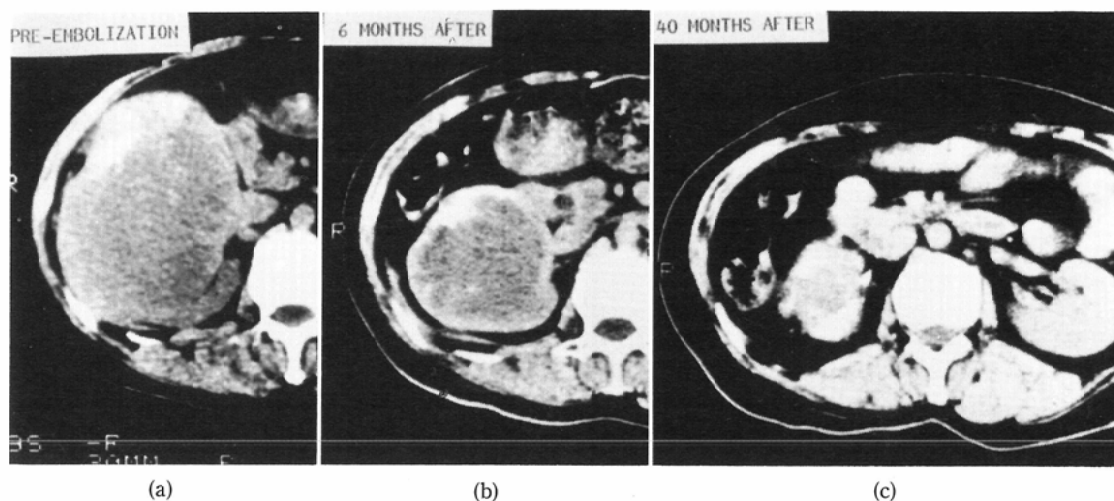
a) CT image before embolization, renal cell carcinoma was confirmed by biopsy. b) Post-ethanol CT image 6 months after the procedure. Two weeks after embolization irradiation of the right renal tumor with a total dose of 50Gy was undertaken. c) This CT image 40 months after the initial embolization indicates a marked reduction rate of 84%.
